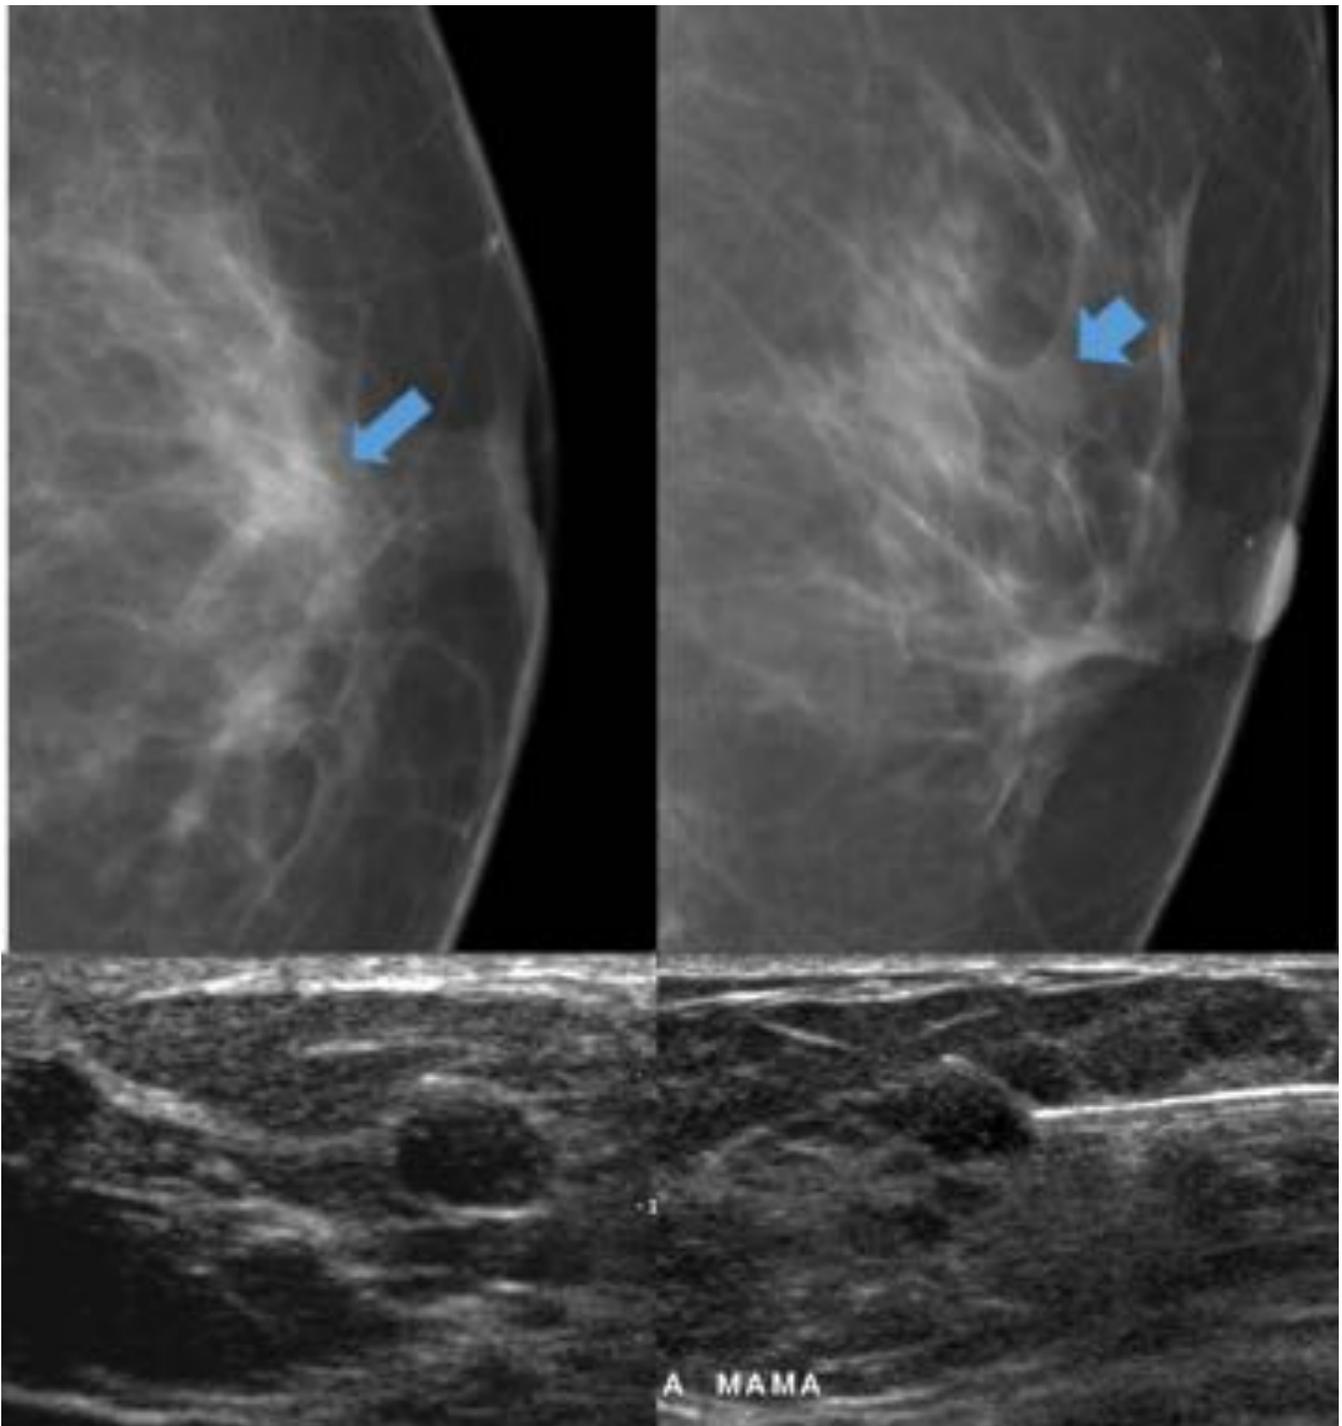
Antecedentes de telorrea. Mamografías MLO y oblicuas mostrando un sutil nódulo en región retroareolar. En ecografía se encontró un nódulo redondeado, hipoecoico y bien definido, realizándose PAAF. El resultado fue el de papiloma intraductal.
